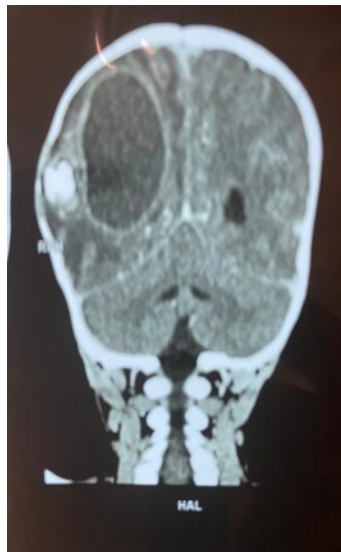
TDM coupe coronale montrant l'abcès cérébral
